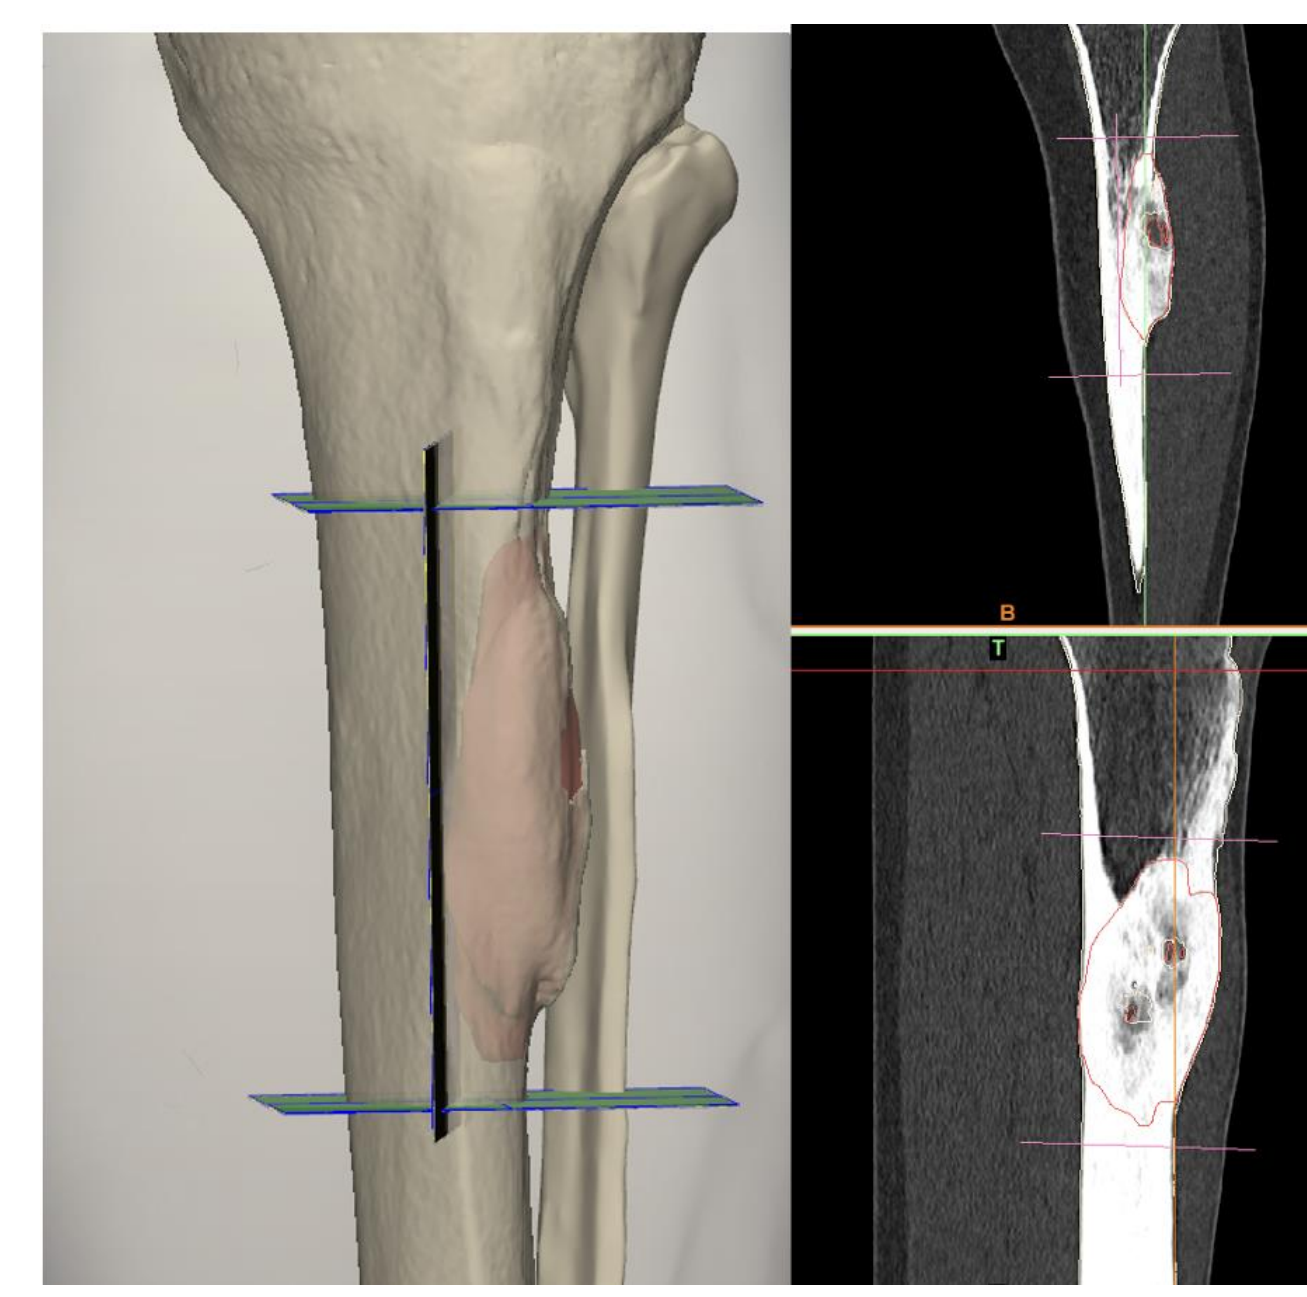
TC pre operatorio
